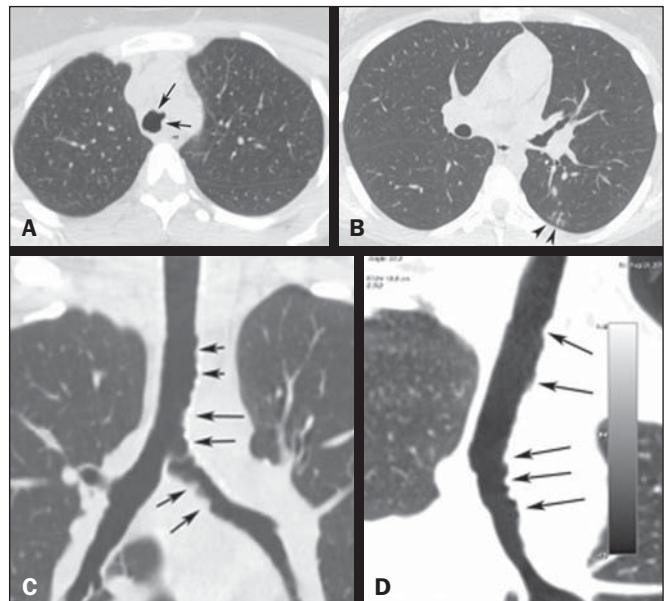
A: TC em corte axial mostrando estreitamento luminal irregular da traqueia (setas). B: TC em corte axial mostrando opacidades centrolobulares com aspecto de “árvore em brotamento” no lobo inferior do pulmão esquerdo sugerindo preenchimento bronquiolar. C,D: Reconstruções coronal e coronal oblíqua mostrando a traqueia e o brônquio principal esquerdo com contornos internos irregulares, além de espessamento parietal (setas).
